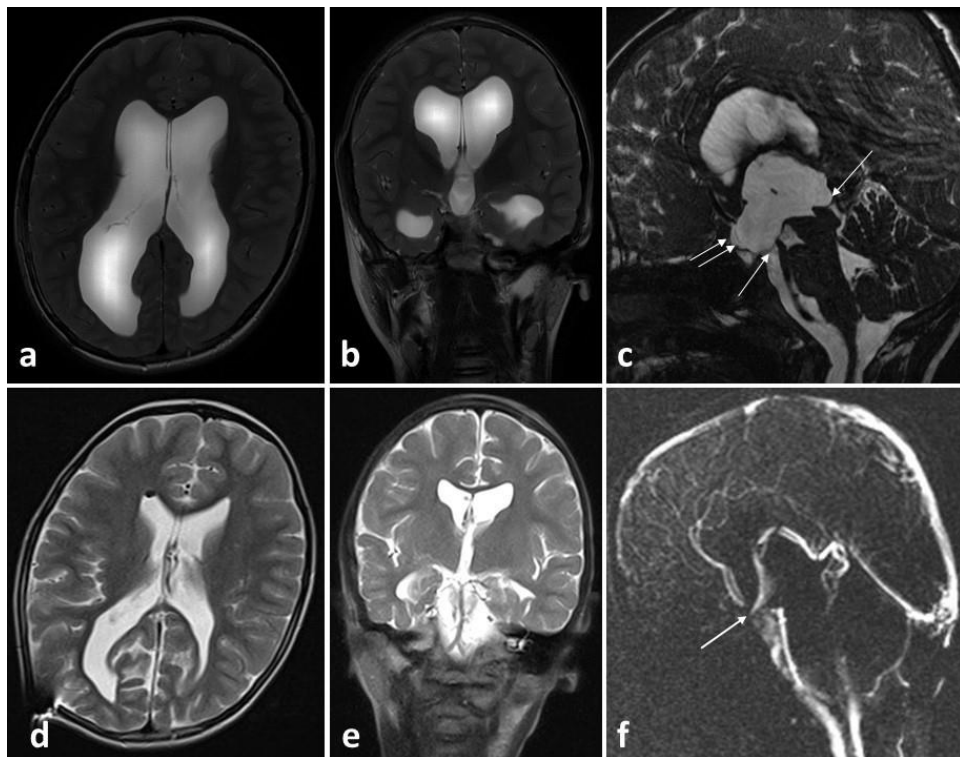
МРТ- динамика после ЭВЦС III, оценка реакции мозга на лечение. a, b- На аксиальном и на коронарном срезах на T2 взвешенном режиме признаки тривентрикулярной гидроцефалии; c- МРТ в режиме T2ufi на сагиттальном срезе: окклюзия водопровода мозга на всем протяжении, пролапс дна желудочка, выпячивание концевой пластины и надшишковидного углубления (стрелки). d, e- На аксиальном и на коронарном срезах на T2 взвешенном режиме признаки регресса тривентрикулярной гидроцефалии; f- фазовоконтрастная МРТ: движение ЦСЖ через вентрикулостому
